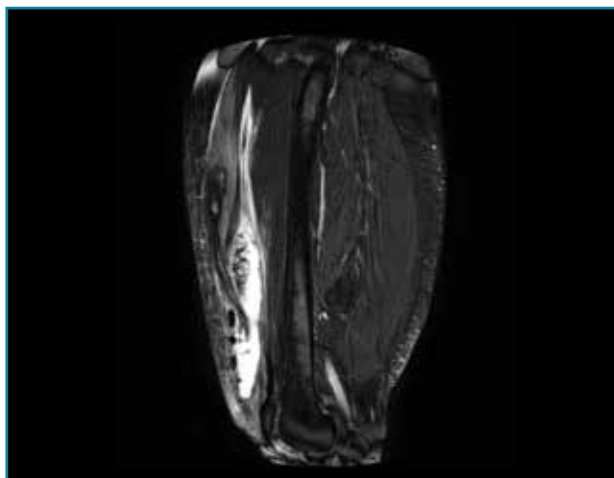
Corte de secuencia sagital T2 Fat-Sat de RM: colección de contenido líquido con imágenes hipointensas de aire por infección en el seno del músculo recto anterior femoral.
